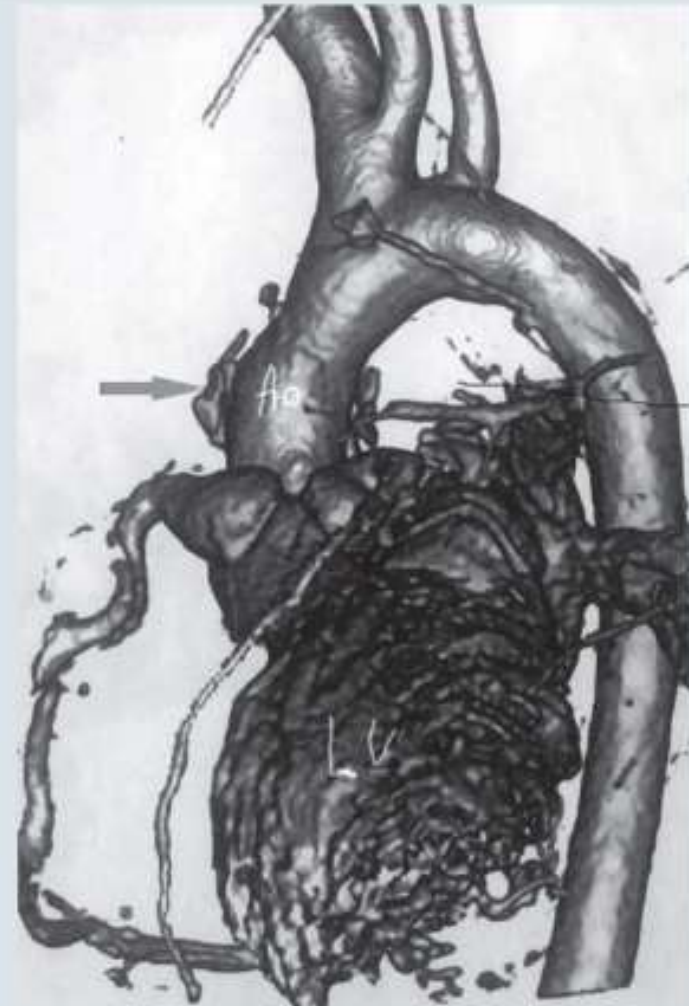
Компьютерная томограмма пациентки X. после операции: дискретный надклапанный стеноз аорты устранен с помощью аутоперикардиальной заплаты (указано стрелкой)
